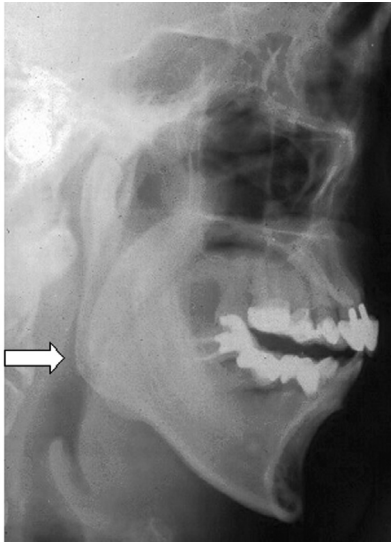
Teleradiografía de cráneo pre y postoperatoria. Puede observarse el aumento de la luz aérea a nivel de la base de la lengua (flechas).
